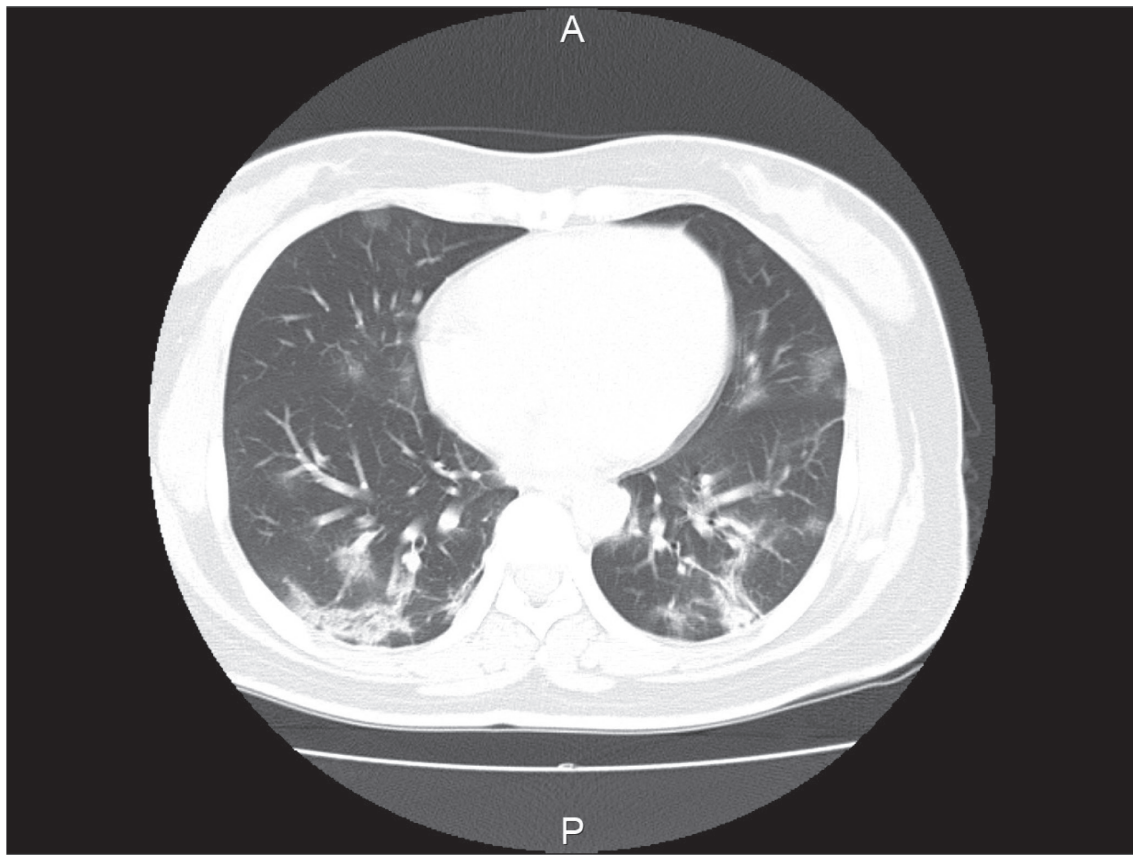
新型コロナウイルス感染症患者の胸部 CT 画像（自験例）
